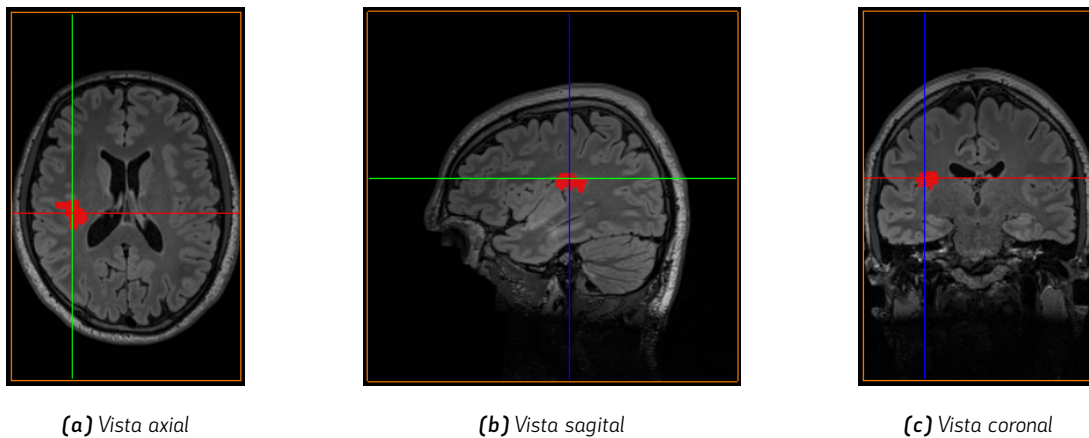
Ejemplo de segmentación semántica en resonancia magnética cerebral. La máscara de lesión se superpone a la imagen original y muestra la clasificación a nivel de *voxel* en las tres vistas ortogonales habituales.
